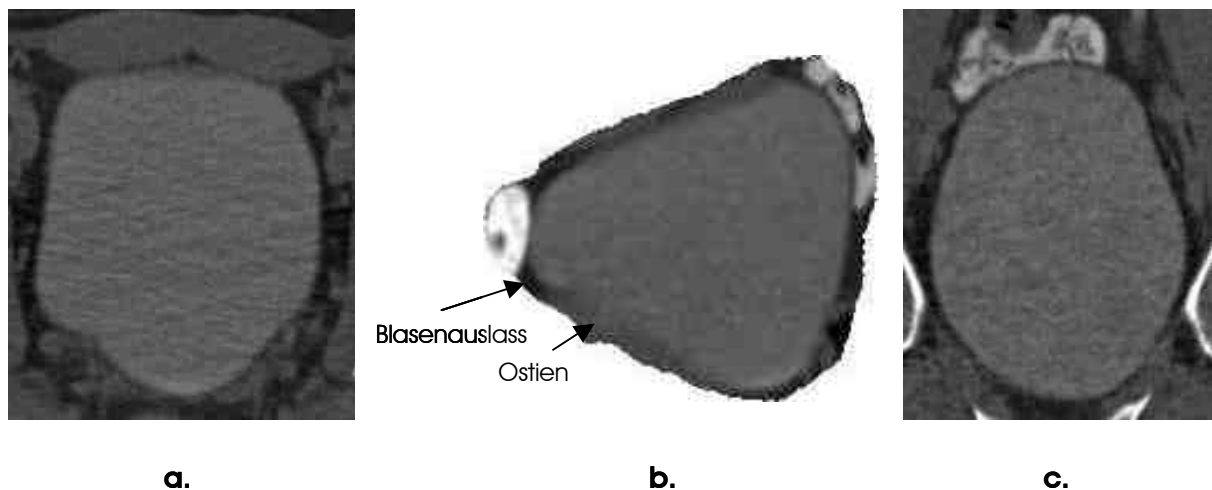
Computertomographische Aufnahmen einer gefüllten Harnblase eines gesunden 38 jährigen Mannes. Jeweils durch die Mitte der Harnblase ist a) eine koronale, b.) eine sagittale und c.) eine axiale Schnittaufnahme zu sehen. Mit freundlicher Genehmigung von A.Beer.; Institut für Röntgendiagnostik der TU München, Klinikum rechts der Isar
